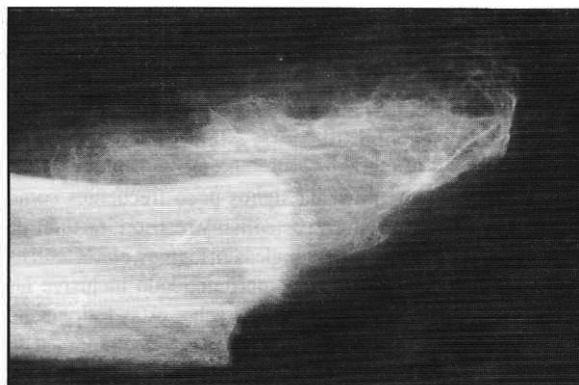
Radiografía del pie derecho mostrando la extensa lesión lítica a nivel de los huesos del tarso con compromiso de las epífisis distales de tibia y peroné.
